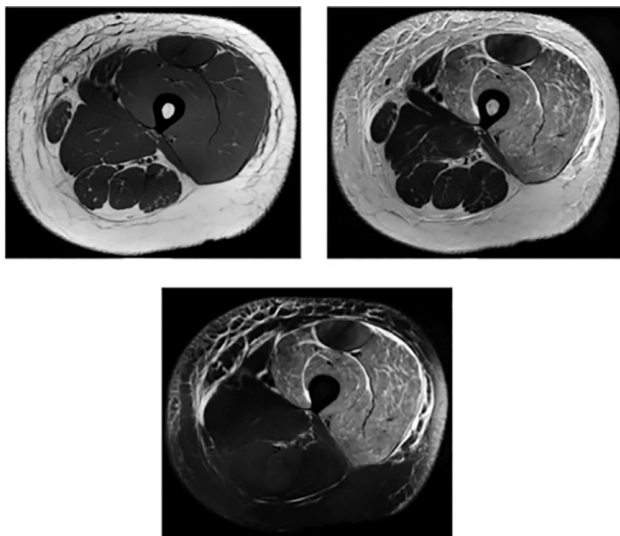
МРТ бедра 20-летней женщины с двусторонней болью в области бедер и изменением окраски мочи после более 200 выполненных приседаний. МРТ снимок
